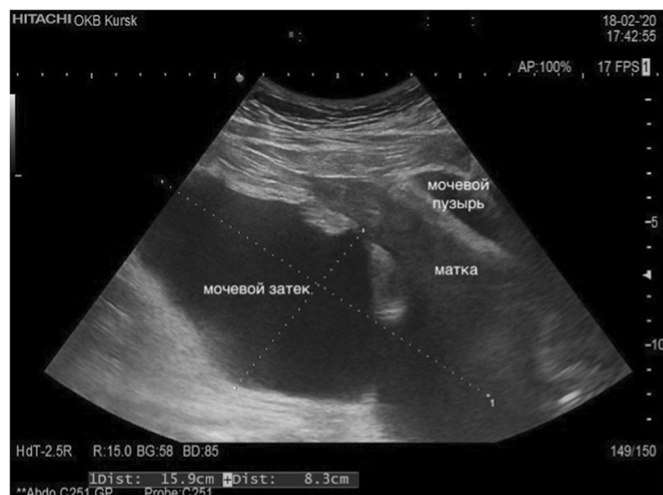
УЗИ брюшной полости. По левой боковой стенке таза с распространением на Дугласово пространство экссудативное образование 159x83 мм
